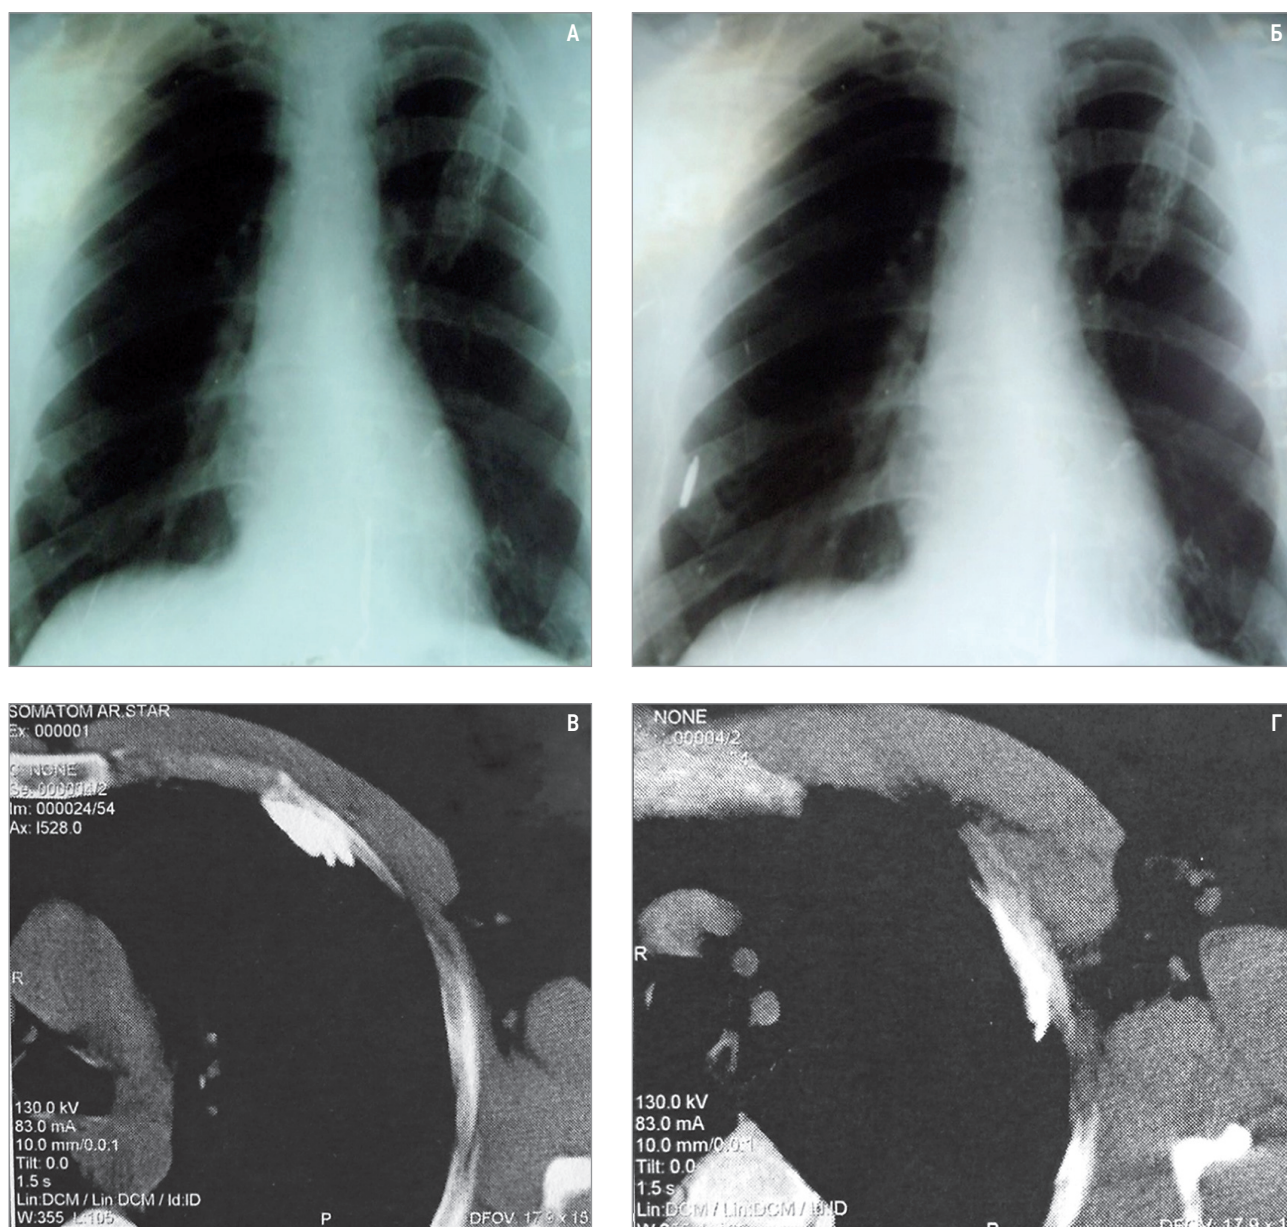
Опухоль плевры с кальцификацией у пациента 52 лет: А, Б – рентгенография; В, Г – компьютерная томография
